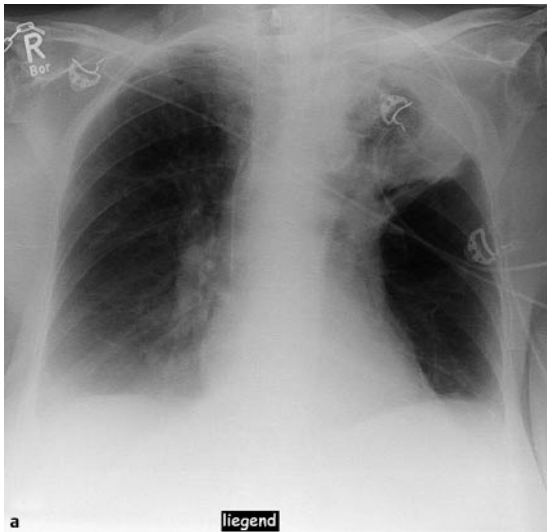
Abszedierende Pneumonie im linken Oberlappen. a Röntgenbefund wie bei lobärem pneumonischem Infiltrat links apikal. Die zentrale Transparenzerhöhung spricht für eine Einschmelzung oder Höhlenbildung. b CT-Schicht in Höhe des Abszesses. Abszesshöhle mit Spiegelbildung.
